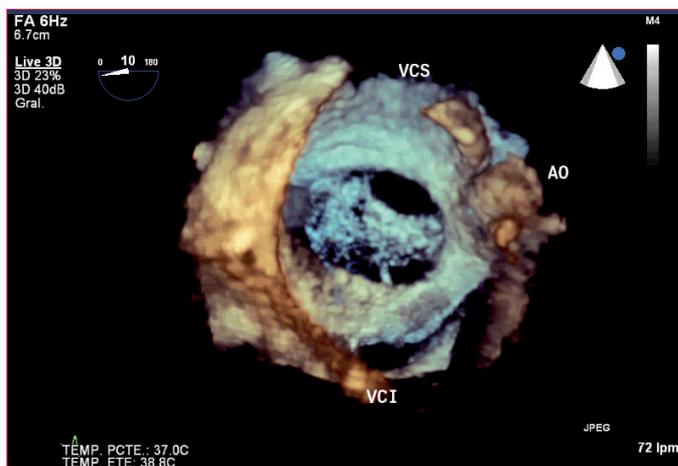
Imagen de ecocardiografía tridimensional transesofágica en paciente con comunicación interauricular multiperforada. AO: aorta; VCI: vena cava inferior; VCS: vena cava superior.
